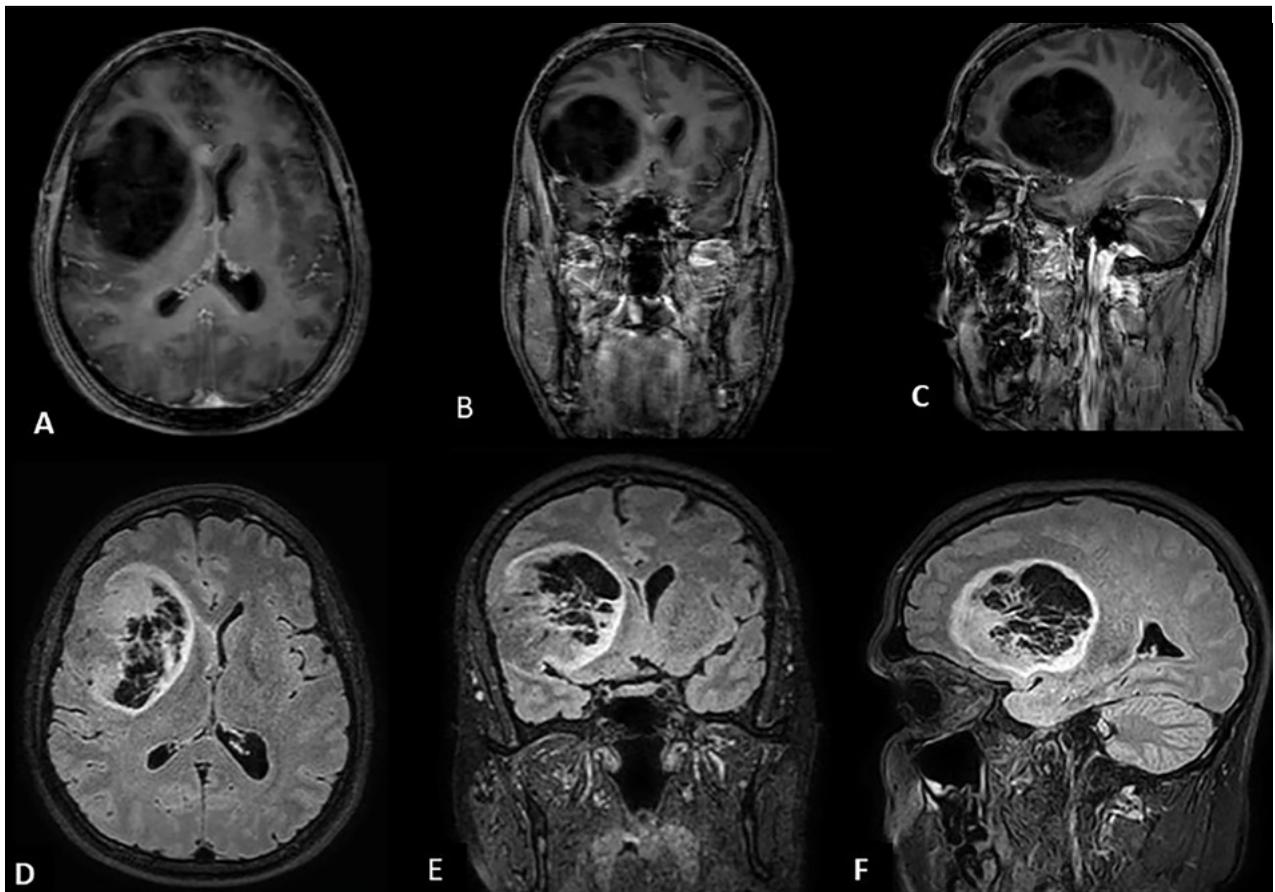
Resonancia magnética prequirúrgica, secuencia T1 gadolinio, vista axial (A), coronal (B) y sagital (C). Secuencia FLAIR, vista axial (D), coronal (E) y sagital (F), con el signo del anillo.
